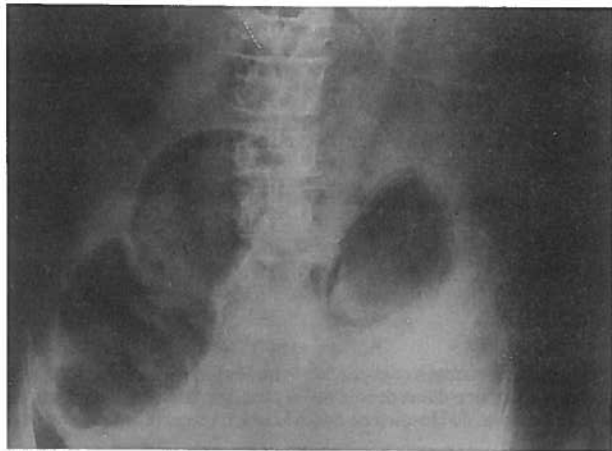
Radiografia simples do abdômen onde é possível visualizar uma vesícula distendida com gás intraparietal e intraluminal.
